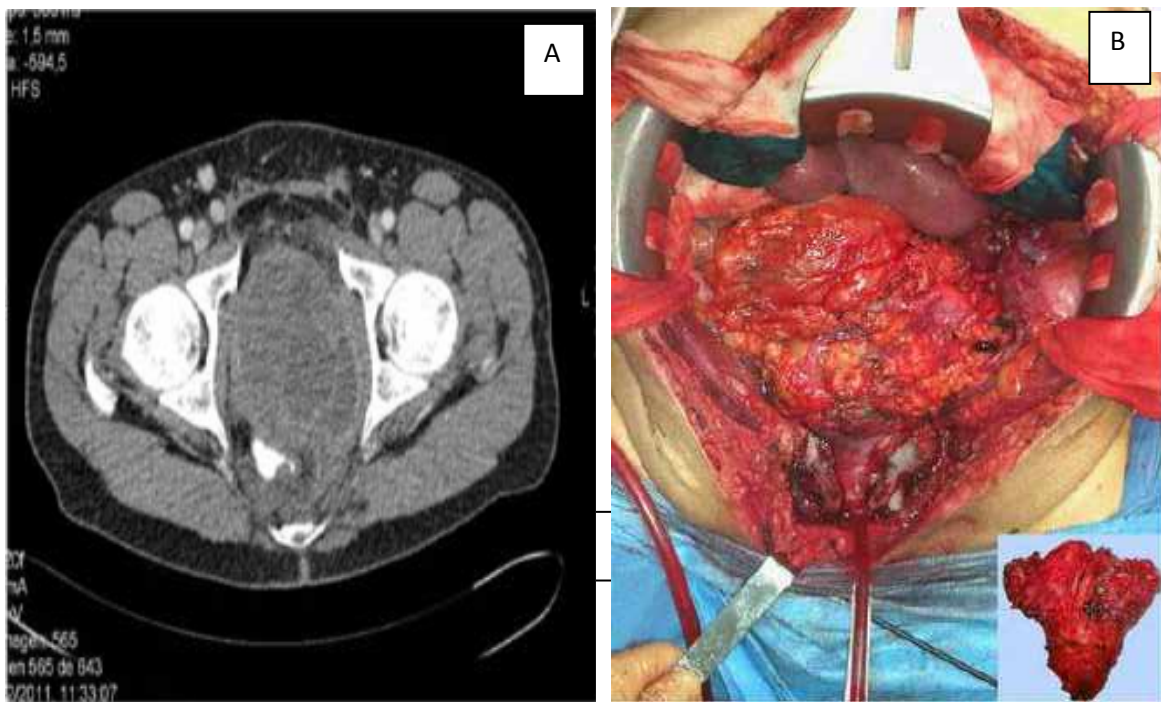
Varón de 38 años con obstrucción urinaria y dolor perineal. Tomografía computarizada de la masa tumoral prostática de 12 x 11 cm, heterogénea, con límites mal definidos que ocupa prácticamente toda la cavidad pélvica e infiltra órganos adyacentes. 1B. Pubectomía durante el acto quirúrgico.
